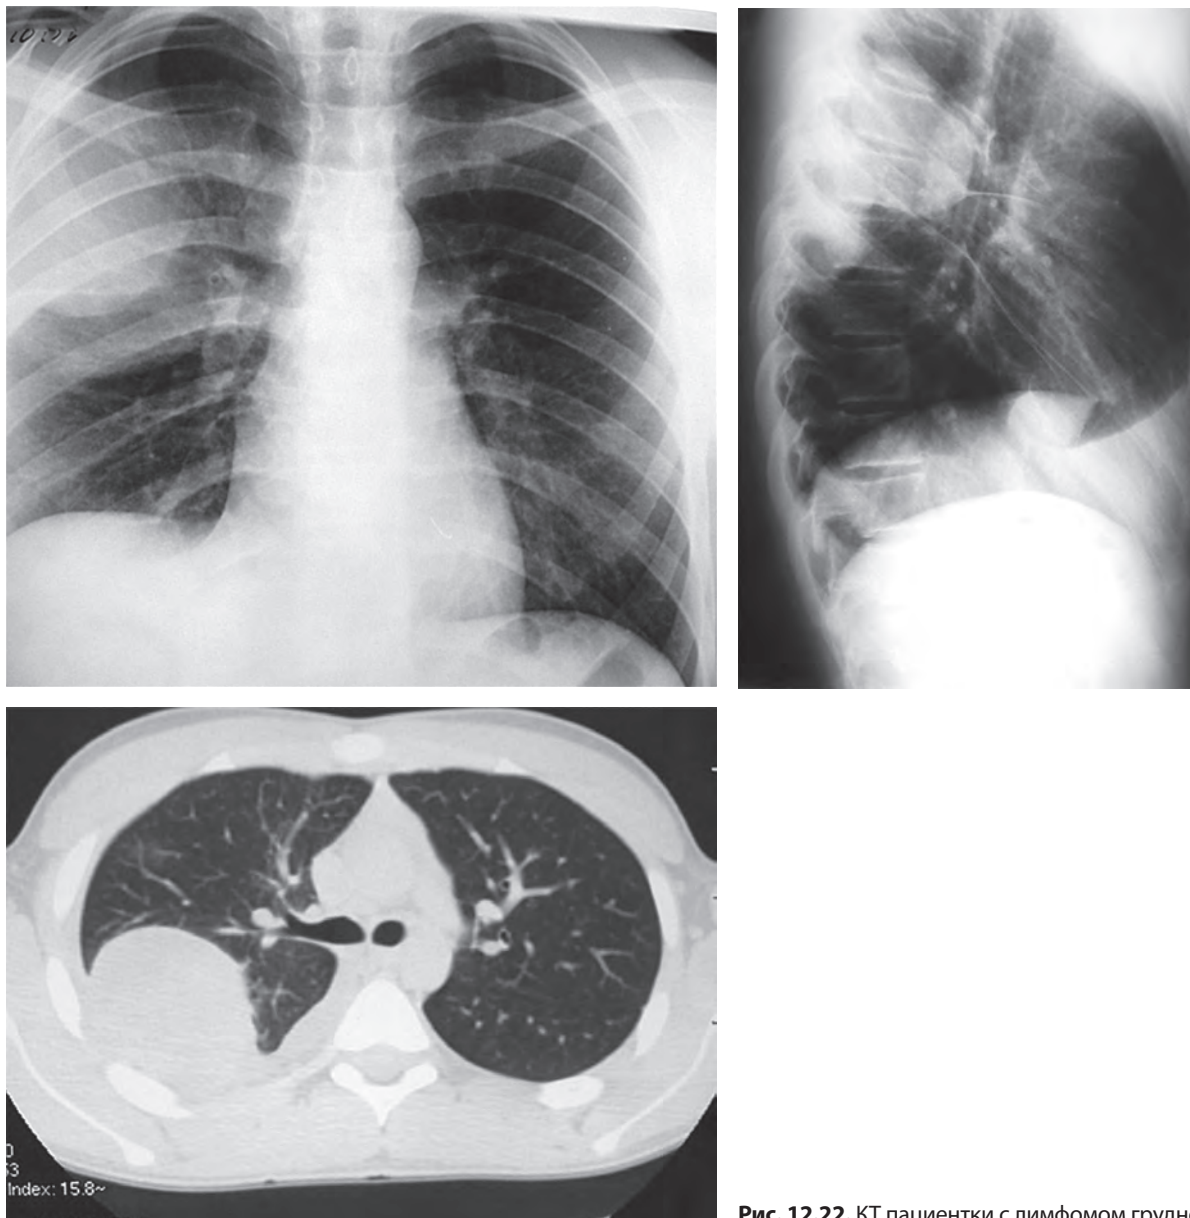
КТ пациентки с лимфомом грудной стенки
